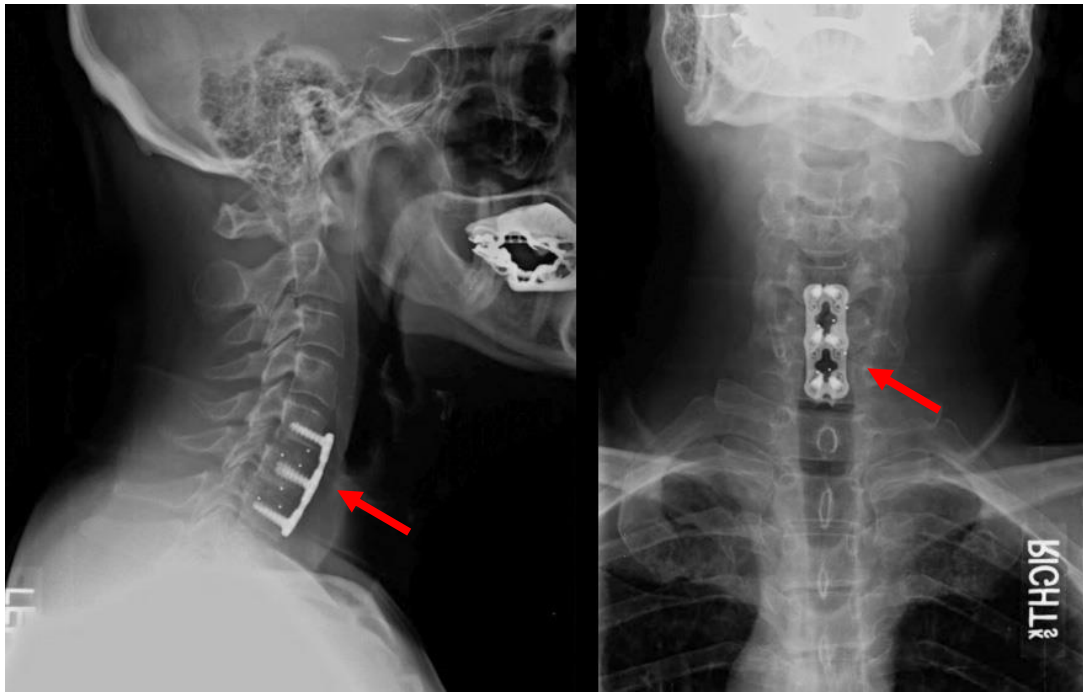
zervikale Röntgenbilder nach erfolgter ACDF mit ventraler Platte (roter Pfeil), hier ohne Cage
